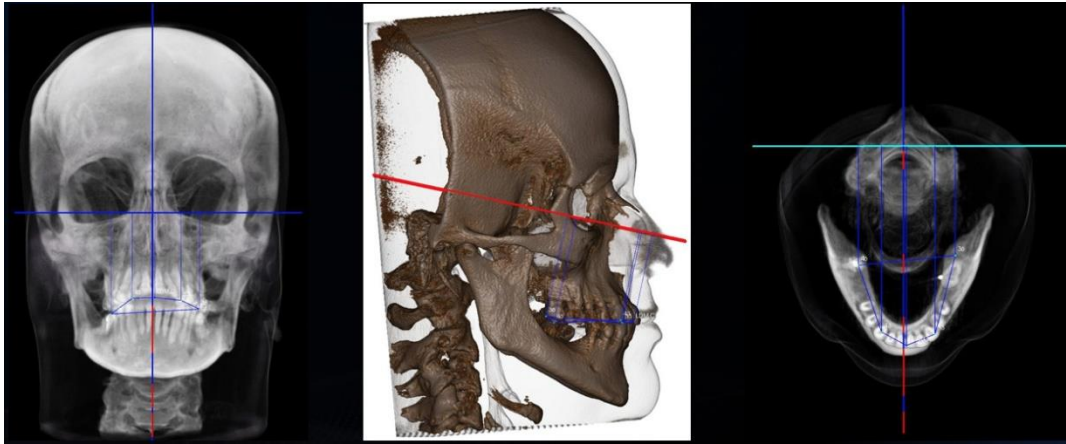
Utilización de una tomografía de haz cónico total del cráneo para observación tridimensional del complejo cráneo facial en diferentes perspectivas. Imagen del software 3DVD®
